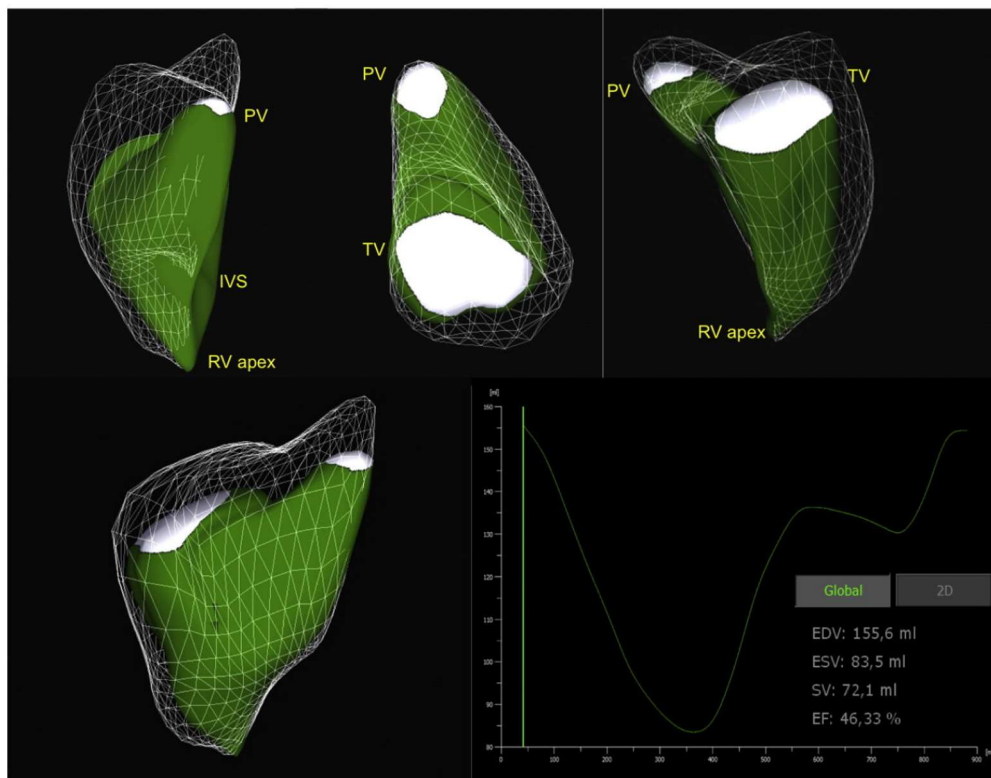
Ventrículo derecho por ecografía 3D
